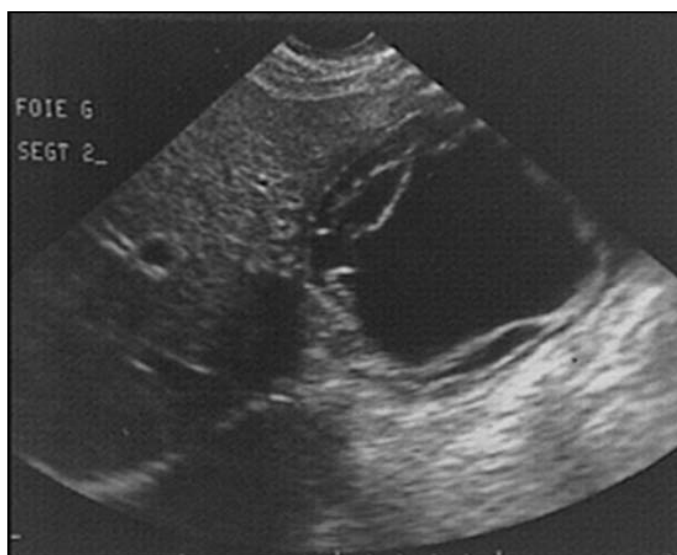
échographie abdominale montrant un aspect typique du kyste hydatique du foie caractérisé par le décollement des membranes (76)
